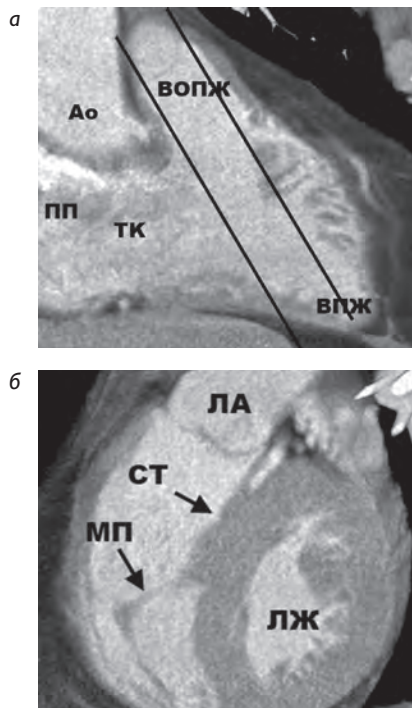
Септомаргинальная трабекула и модераторный пучок в ПЖ: а – срез ПЖ в правой косой проекции (ROA 40°). Линиями обозначен уровень и направление КТ изображения, полученного на рис. б. КТ сердца с контрастированием в режиме объемной реконструкции (20 мм).
